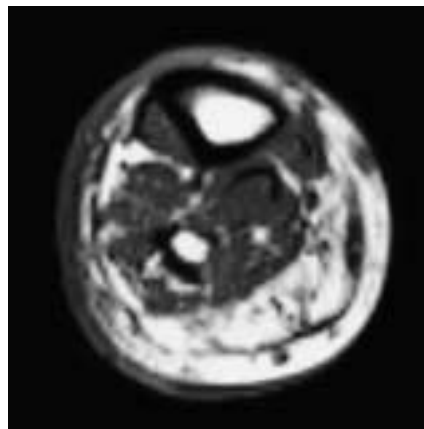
MRT-Befund rechter Unterschenkel vor OP (Patient 2): sklerosierte Areale mit teilweise fehlendem subkutanen Fettgewebe, Ödem im M. soleus und M. tibialis anterior rechts.
